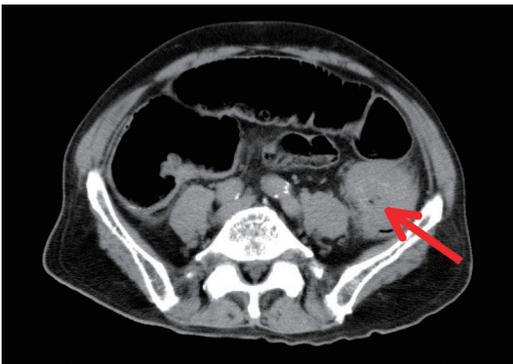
腹部単純CT: 拡張した腸管, 下行結腸に全周性の壁肥厚 (矢印).
